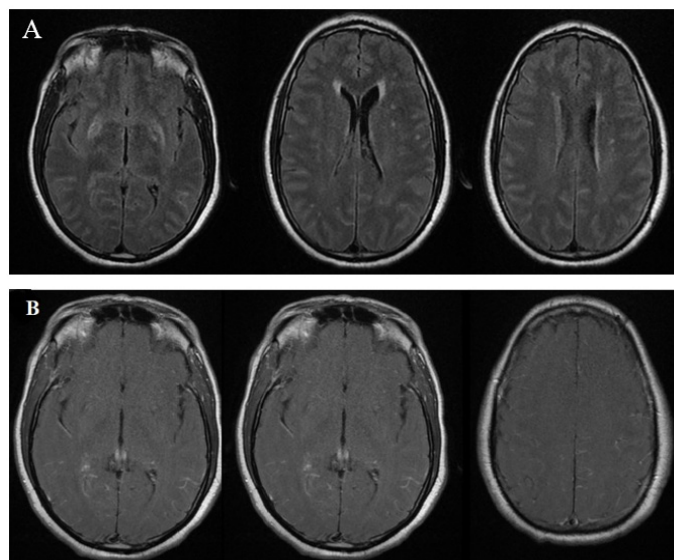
IRM cérébrale coupe axiale FLAIR (A) et T1 injectée (B) qui montre des hypersignaux bilatéraux des deux noyaux lenticulaires, et nodulaires de la substance blanche profonde et des espaces sous arachnoïdiens, avec une prise de contraste méningée
